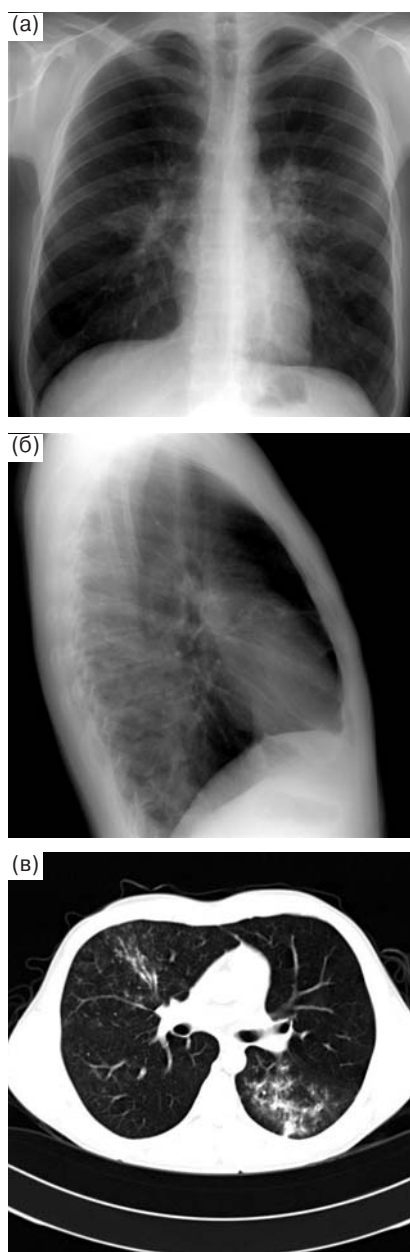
Двусторонняя пневмония. Рентгенограммы органов грудной полости в прямой (а) и боковой (б) проекциях, компьютерная томограмма легких (в). Бронхопневмония: очаговая структура инфильтрации с наличием множественных полиморфных центрилобулярных (перибронхиолярных) очагов с нечеткими контурами в средней доле правого легкого и в нижней доле (S_6) левого легкого.
